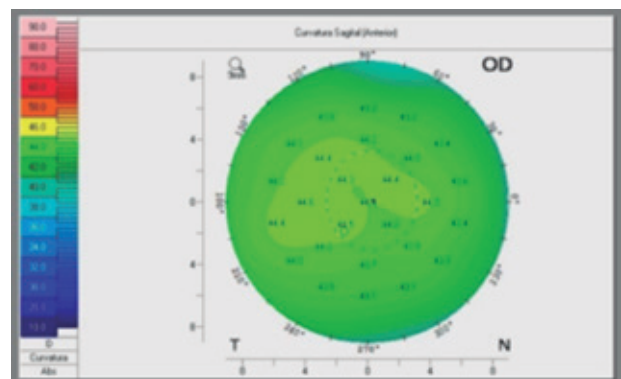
Tomografia corneana evidenciando redução significativa do astigmatismo corneano.
